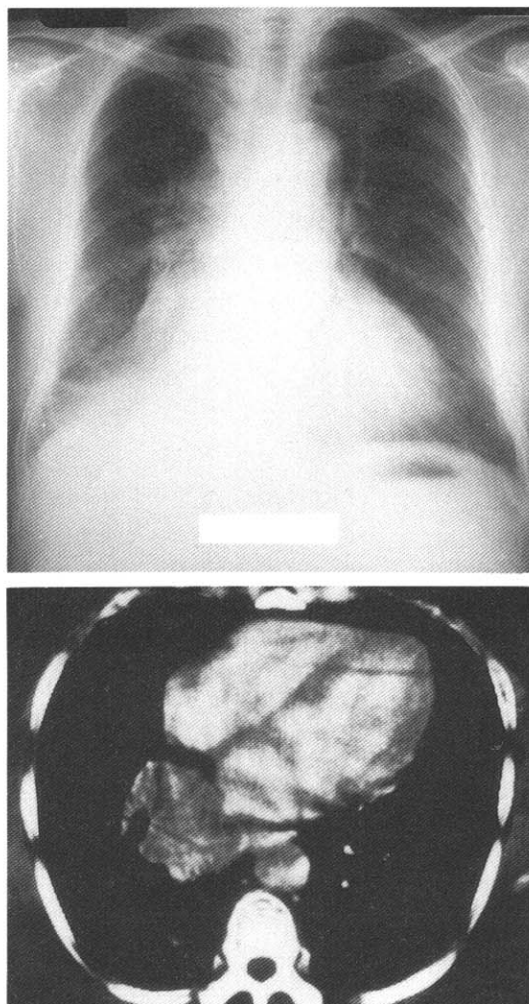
Chest radiograph(upper panel) and chest CT scan(lower panel) showing about 4cm sized mass with a segmental collapse of lower lobe of right lung.
